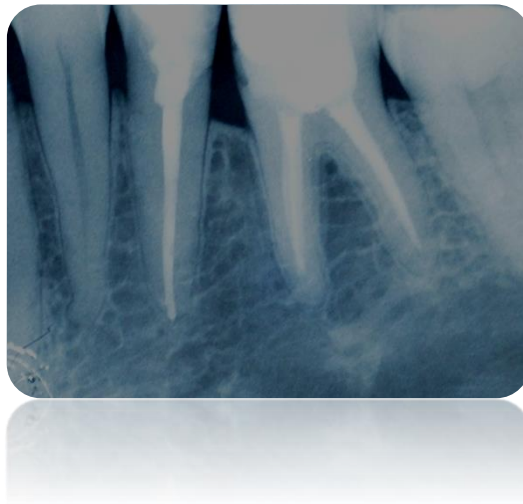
Radiografia de preservação, 90 dias após finalização da Endodontia.
